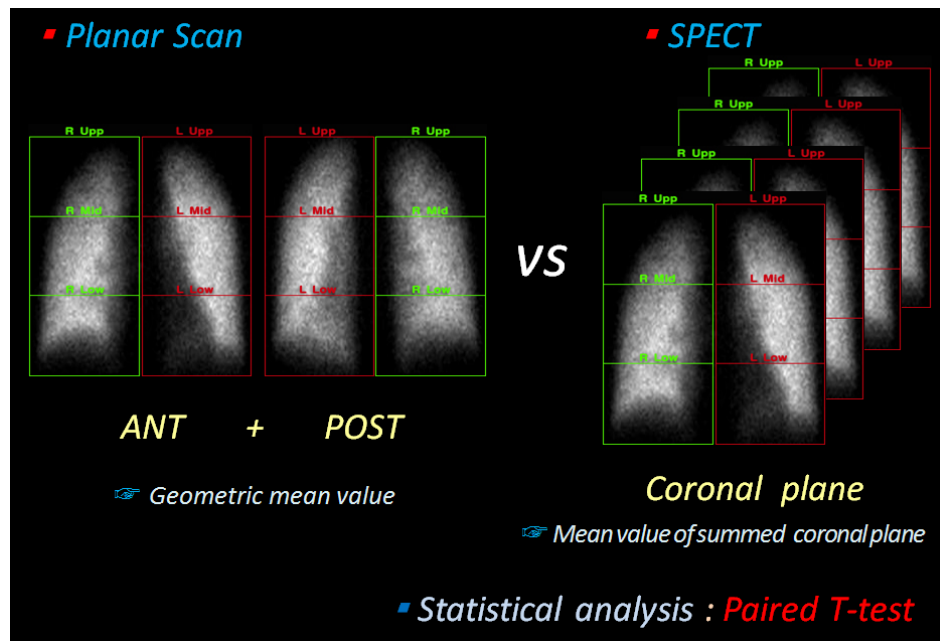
Analyze each data acquired from two different method. In case of lung ventilation planar scan, left/right lung segmentation ratio result was calculated from ANT and POST image with geometric average. For lung ventilation SPECT was with two each mode collimator attached, all coronal slice plane was added, and lung segmentation ratio result was calculated with same method. such statistical analysis result was verified with paired t-test.
